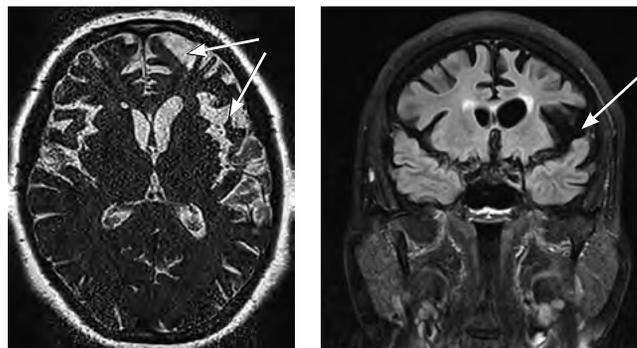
МРТ головного мозга пациента с аППА.
